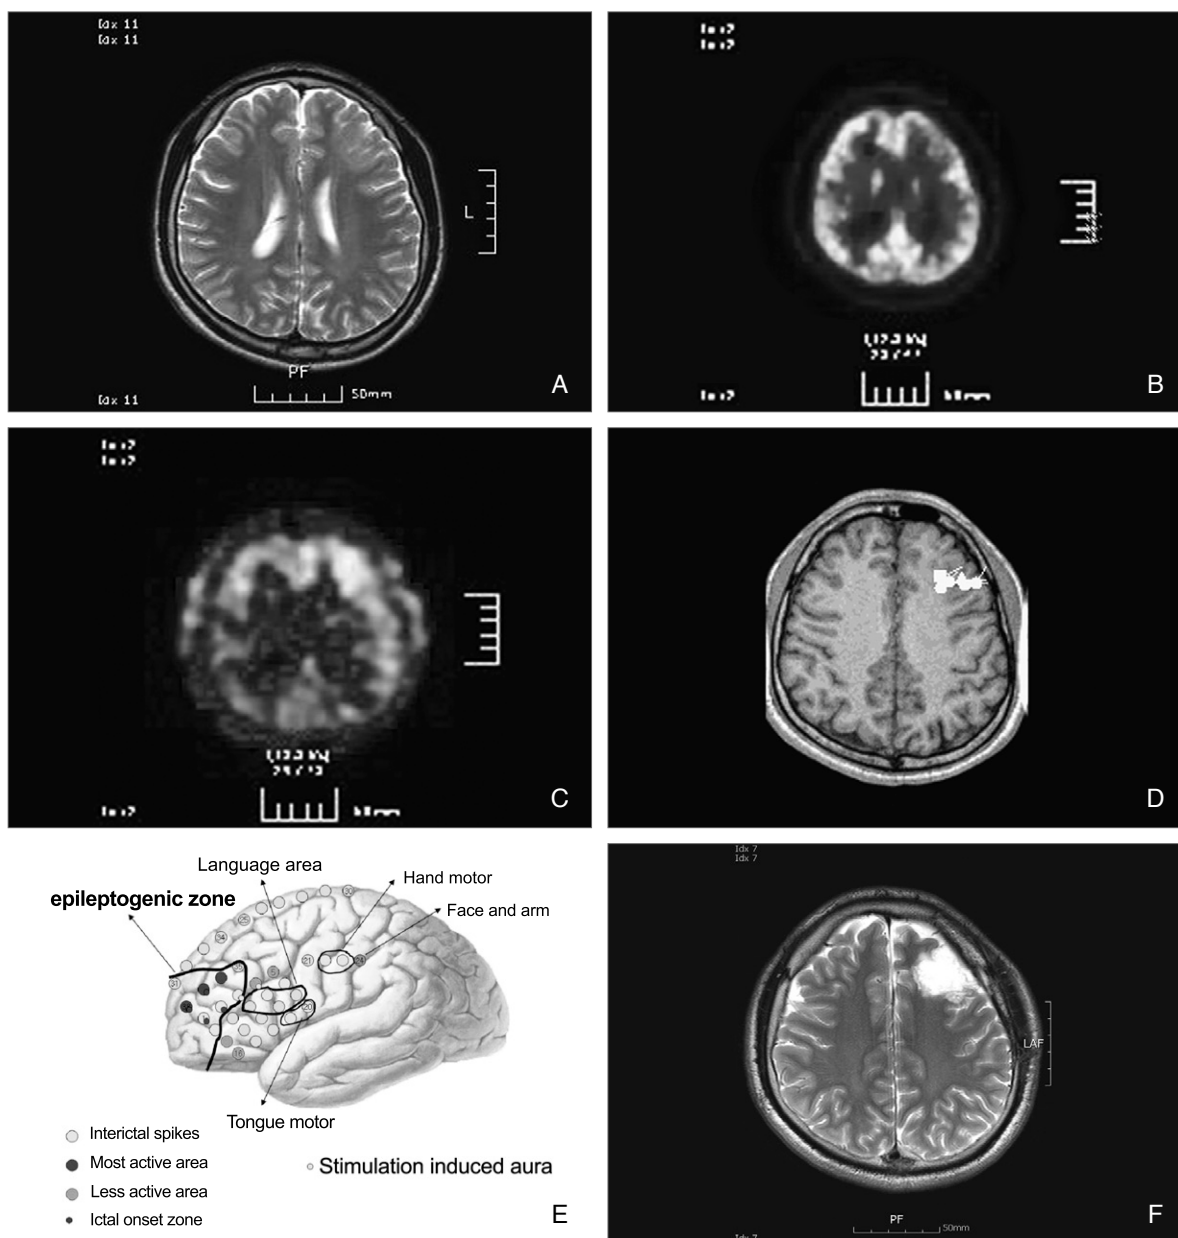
A) A 27-year-old male patient presents with chronic epilepsy. Preoperative T2-weighted axial image shows indistinct gray-white matter border in the left frontal lobe.
